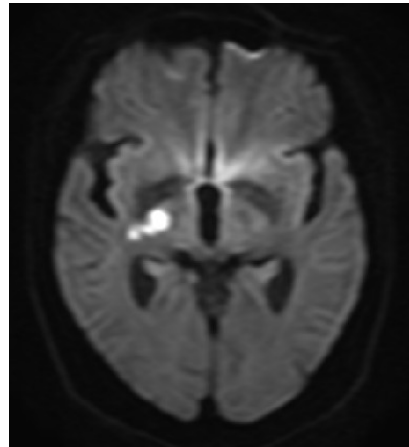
Brain MRI (2021.05.10.).
